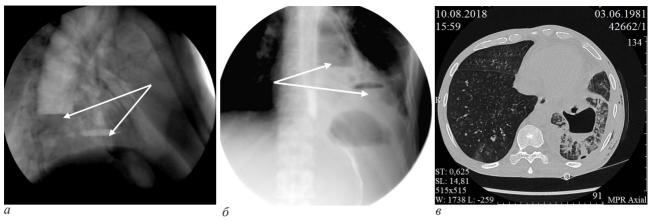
Исследования органов грудной клетки: а – рентгенография органов грудной клетки в боковой проекции; б – рентгенография органов грудной клетки в прямой проекции; в – мультиспиральная компьютерная томография
